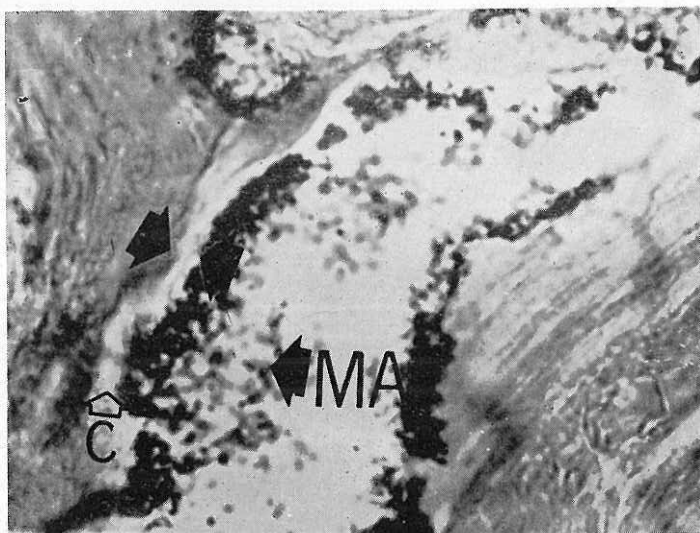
Microautorradiografía mostrando la localización de los cúmulos de macroagregados de albúmina (MA) en el endomisio.
